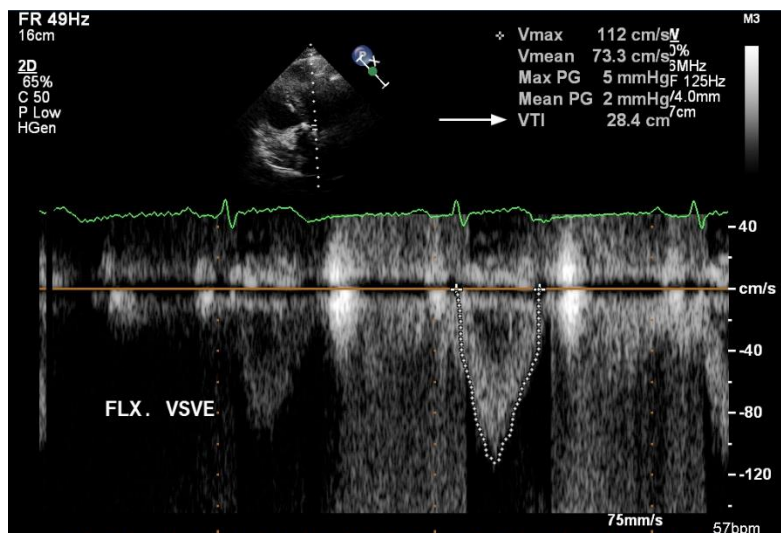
Obtenção da integral da velocidade (VTI) da VSVE desde a posição apical de 3 câmaras, utilizando o Doppler pulsátil.
